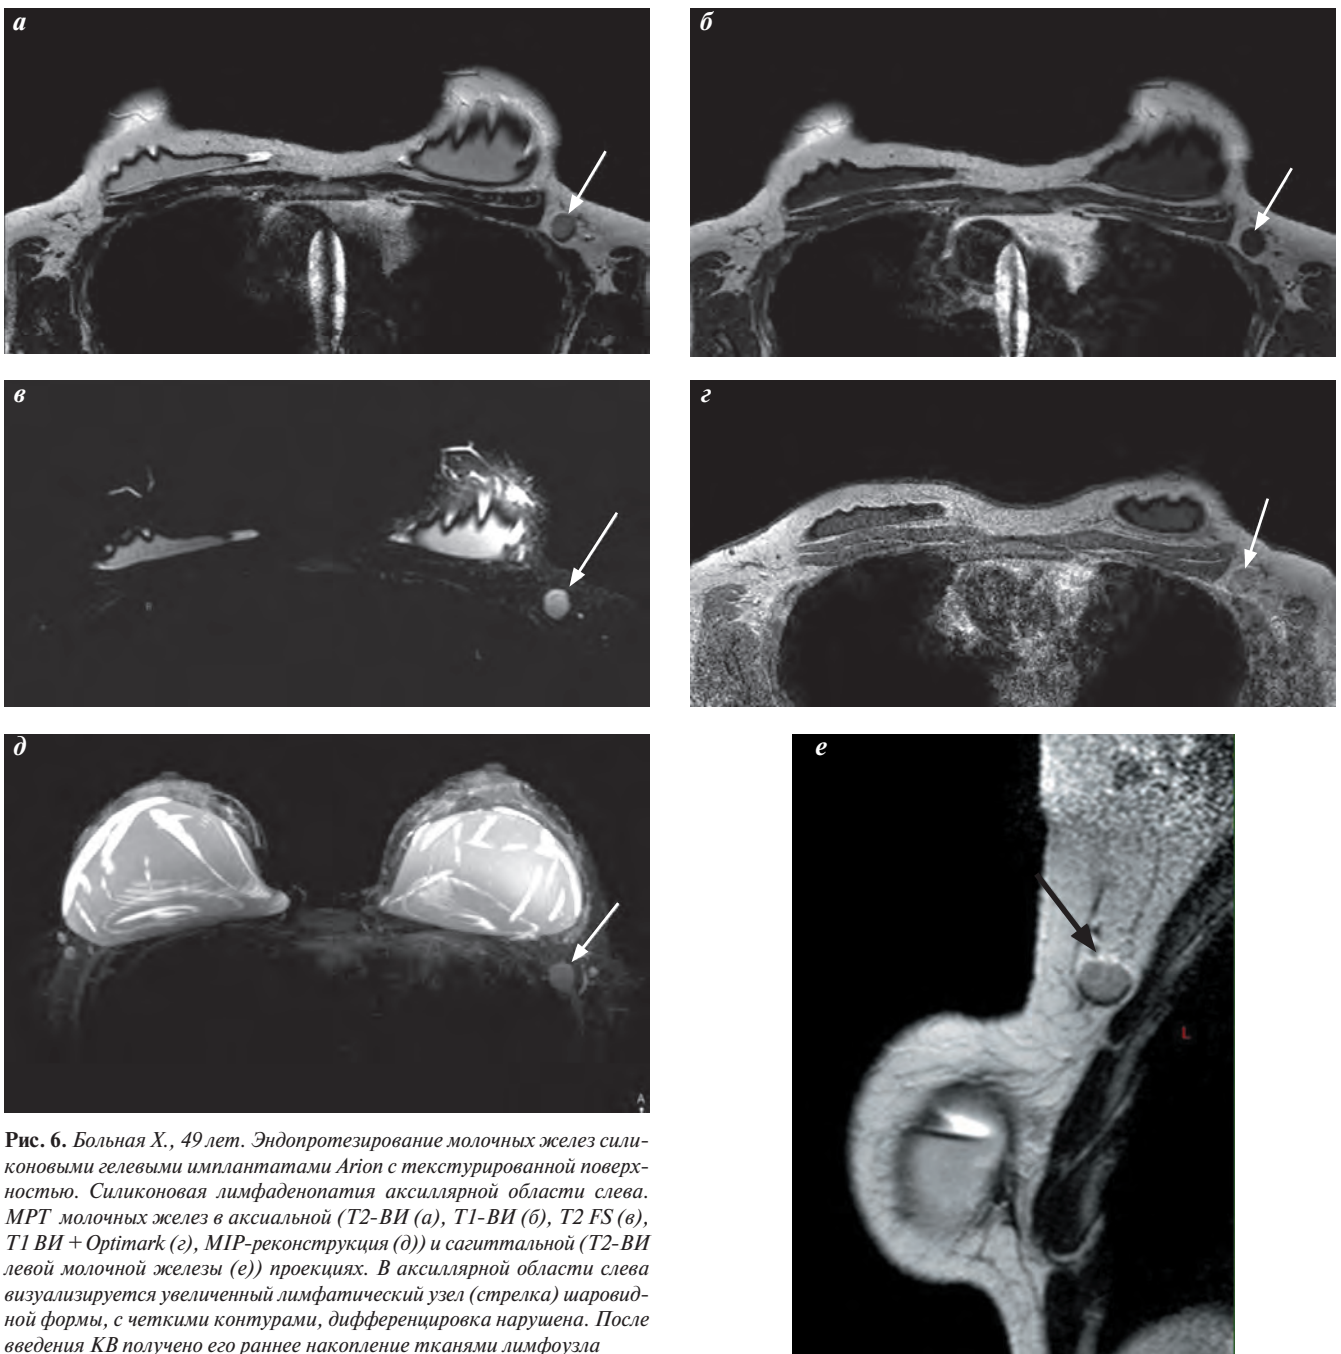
Больная X., 49 лет. Эндопротезирование молочных желез силиконовыми гелевыми имплантатами Arion с текстурированной поверхностью. Силиконовая лимфаденопатия аксиллярной области слева. МРТ молочных желез в аксиальной (T2-ВИ (а), T1-ВИ (б), T2 FS (в), T1 ВИ + Optimark (г), MIP-реконструкция (д)) и сагиттальной (T2-ВИ левой молочной железы (е)) проекциях. В аксиллярной области слева визуализируется увеличенный лимфатический узел (стрелка) шаровидной формы, с четкими контурами, дифференцировка нарушена. После введения КВ получено его раннее накопление тканями лимфоузла
